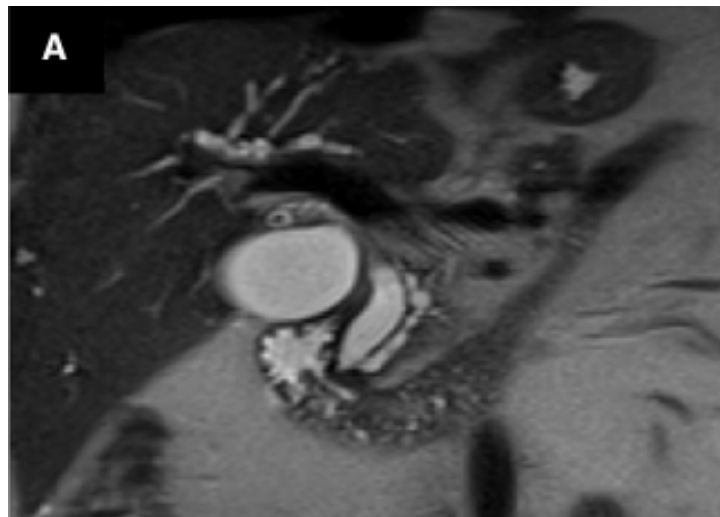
Une image IRM montrant une dilatation de la voie biliaire principale et du canal pancréatique principal, avec une masse hypointense au niveau de la papille [48].
